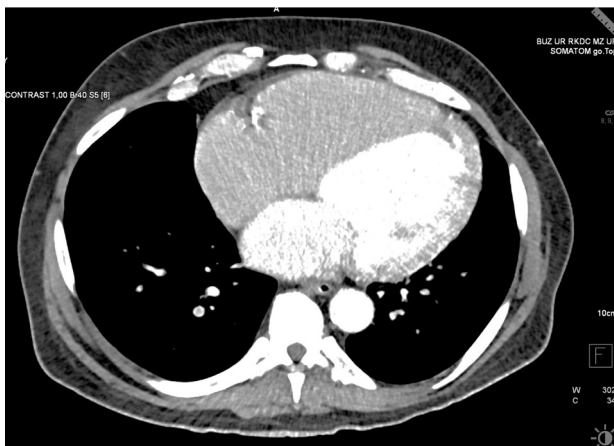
КТ органов грудной клетки с контрастированием пациента Е.
